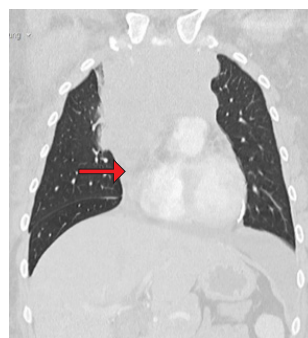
TC do tórax, em corte coronal, a demonstrar massa mediastínica infiltrativa (setas vermelhas).
